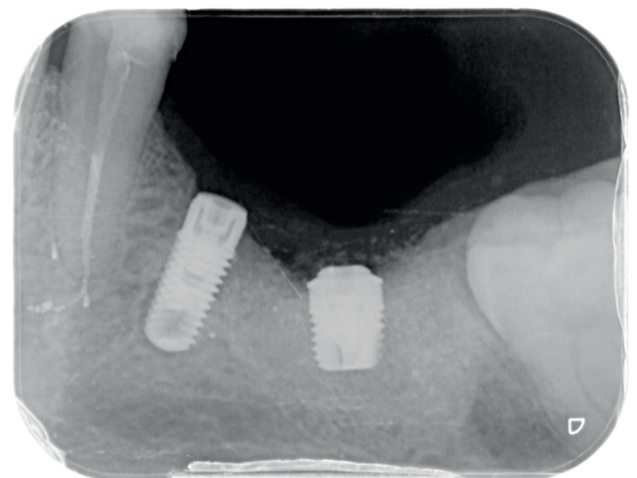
Radiografía periapical postoperatoria inmediata tras la colocación del implante.
